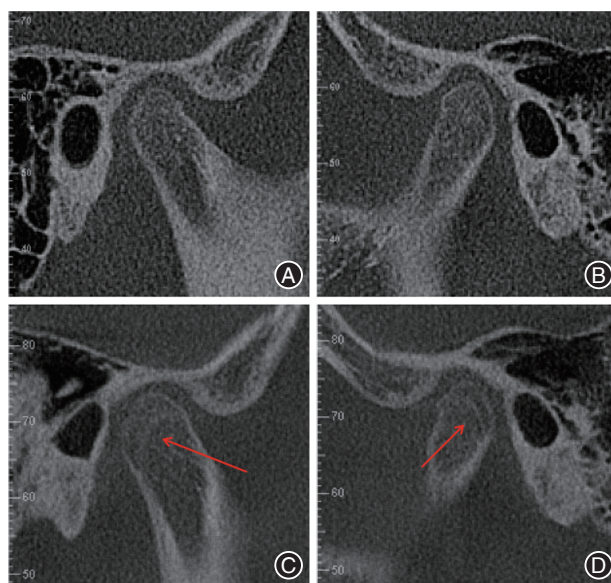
典型病例无托槽隐形矫治 I 阶段治疗前与治疗后矢状位颞下颌关节 CBCT 对比 A:右侧治疗前;B:左侧治疗前;C:右侧治疗后,髁突后上缘“新月形”双层骨皮质(箭头所示);D:左侧治疗后,髁突后上缘“新月形”双层骨皮质(箭头所示)。
